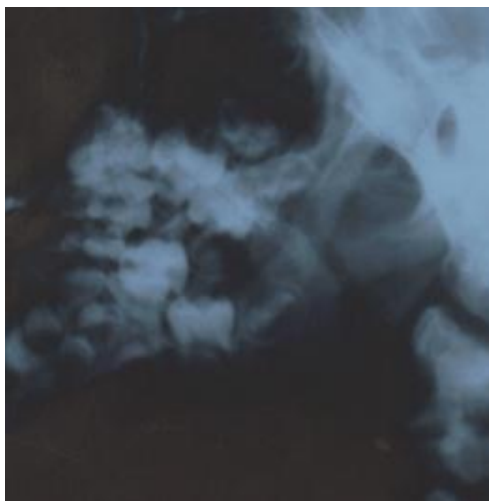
Radiografia de Cavum - Tonsila faríngea hipertrofiada
